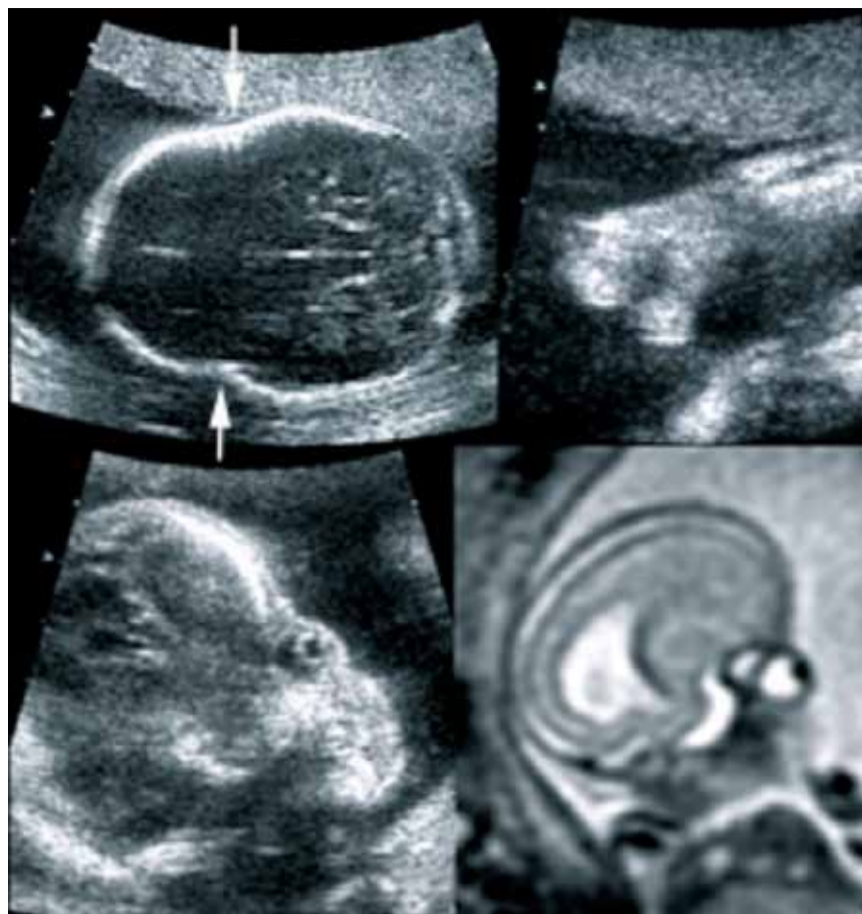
Sindrome di Apert. Ecografia 2D. Nella scansione assiale dell'estremo cefalico: assenza delle soluzioni di continuo sulla volta cranica delle suture coronali (indicate dalle frecce, in alto a sinistra). Il profilo fetale mette in evidenza la turricefalia, conseguente alla chiusura precoce delle suture coronali e proptosi (in basso a sinistra). Presenza di sindattilia di grado elevato con aspetto della mano a guanto da boxe (in alto a destra). Mediante risonanza magnetica viene messo ulteriormente in evidenza l'aspetto turricefalico e la proptosi (in basso a destra).
